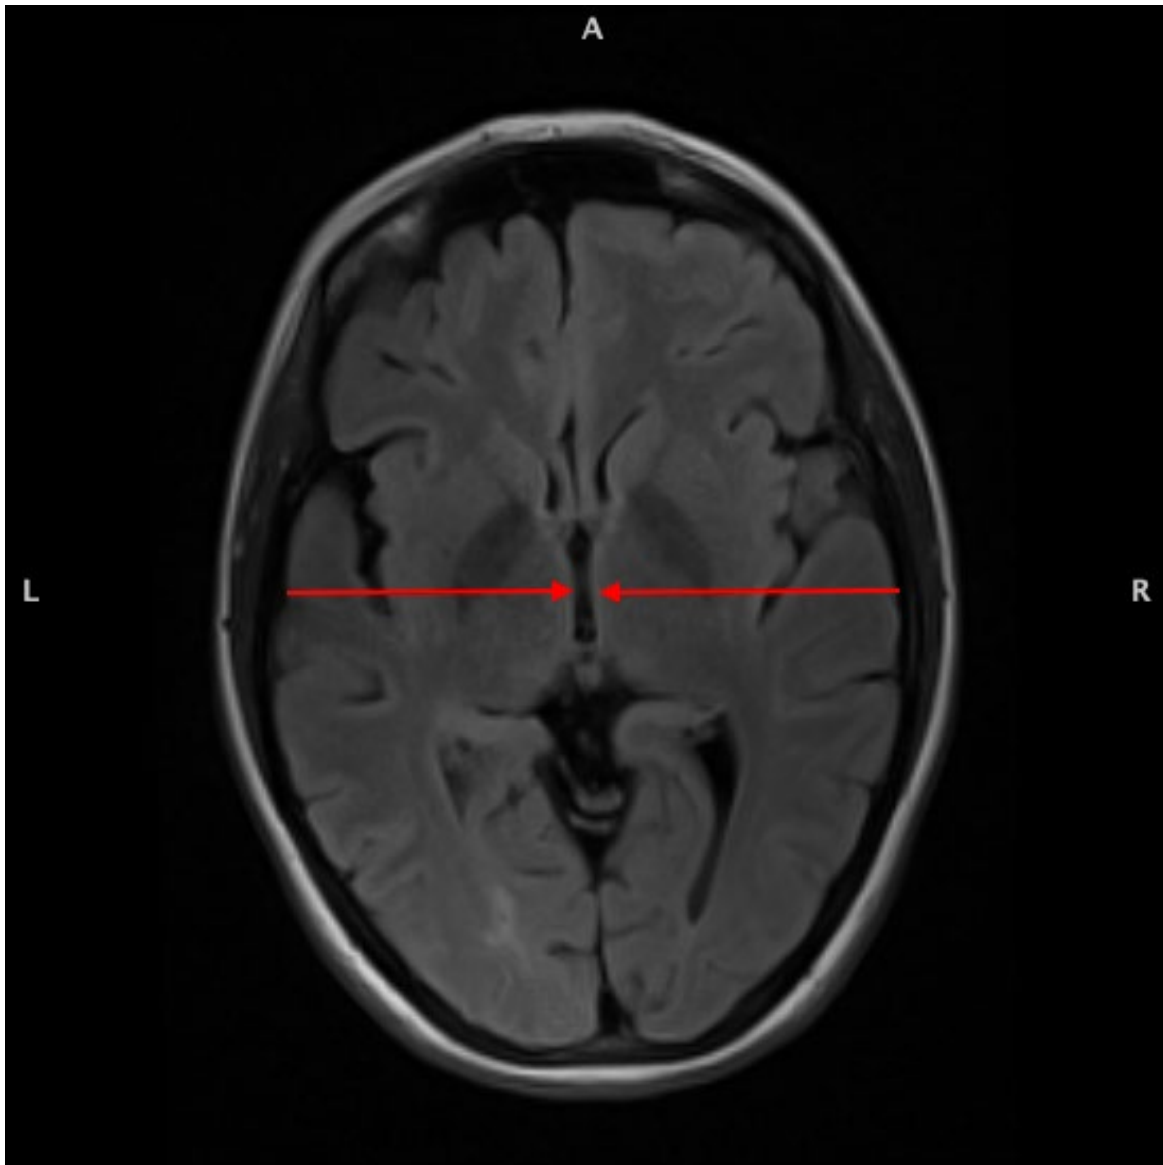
T1-gewichteter MRT-Scan eines ausgewählten Patienten bzw. einer ausgewählten Patientin in axialer Schnittebene. Die Pfeile markieren die Höhe der Ausmessung des 3. Ventrikels am anteroposterioren Mittelpunkt.
